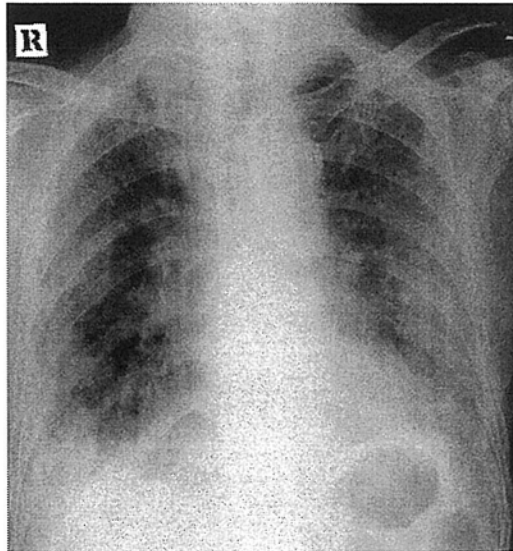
A chest X-ray obtained on admission shows a tumor in the right lower lung field. Reticular shadows were predominantly observed in the left lung field.
